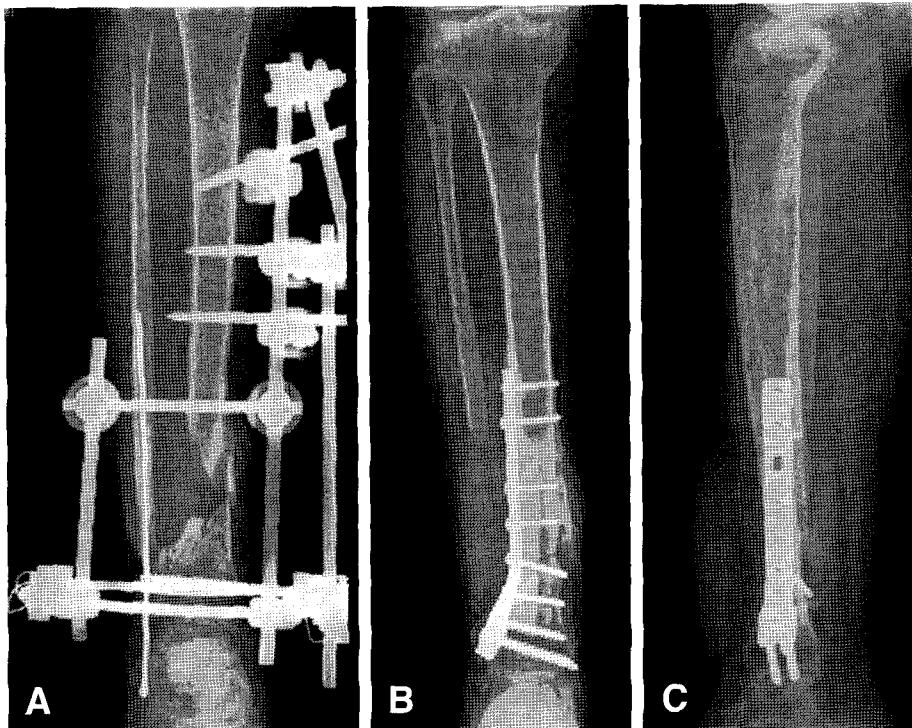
(A) Preoperative tibia AP radiograph shows distal tibial defect later combined with skin defect and bone necrosis. (B) Tibia AP radiograph (C) Tibia lateral radiograph shows that proximal bony end of transposed fibular graft is united and distal bony end is under union process at 9 months postoperatively.
